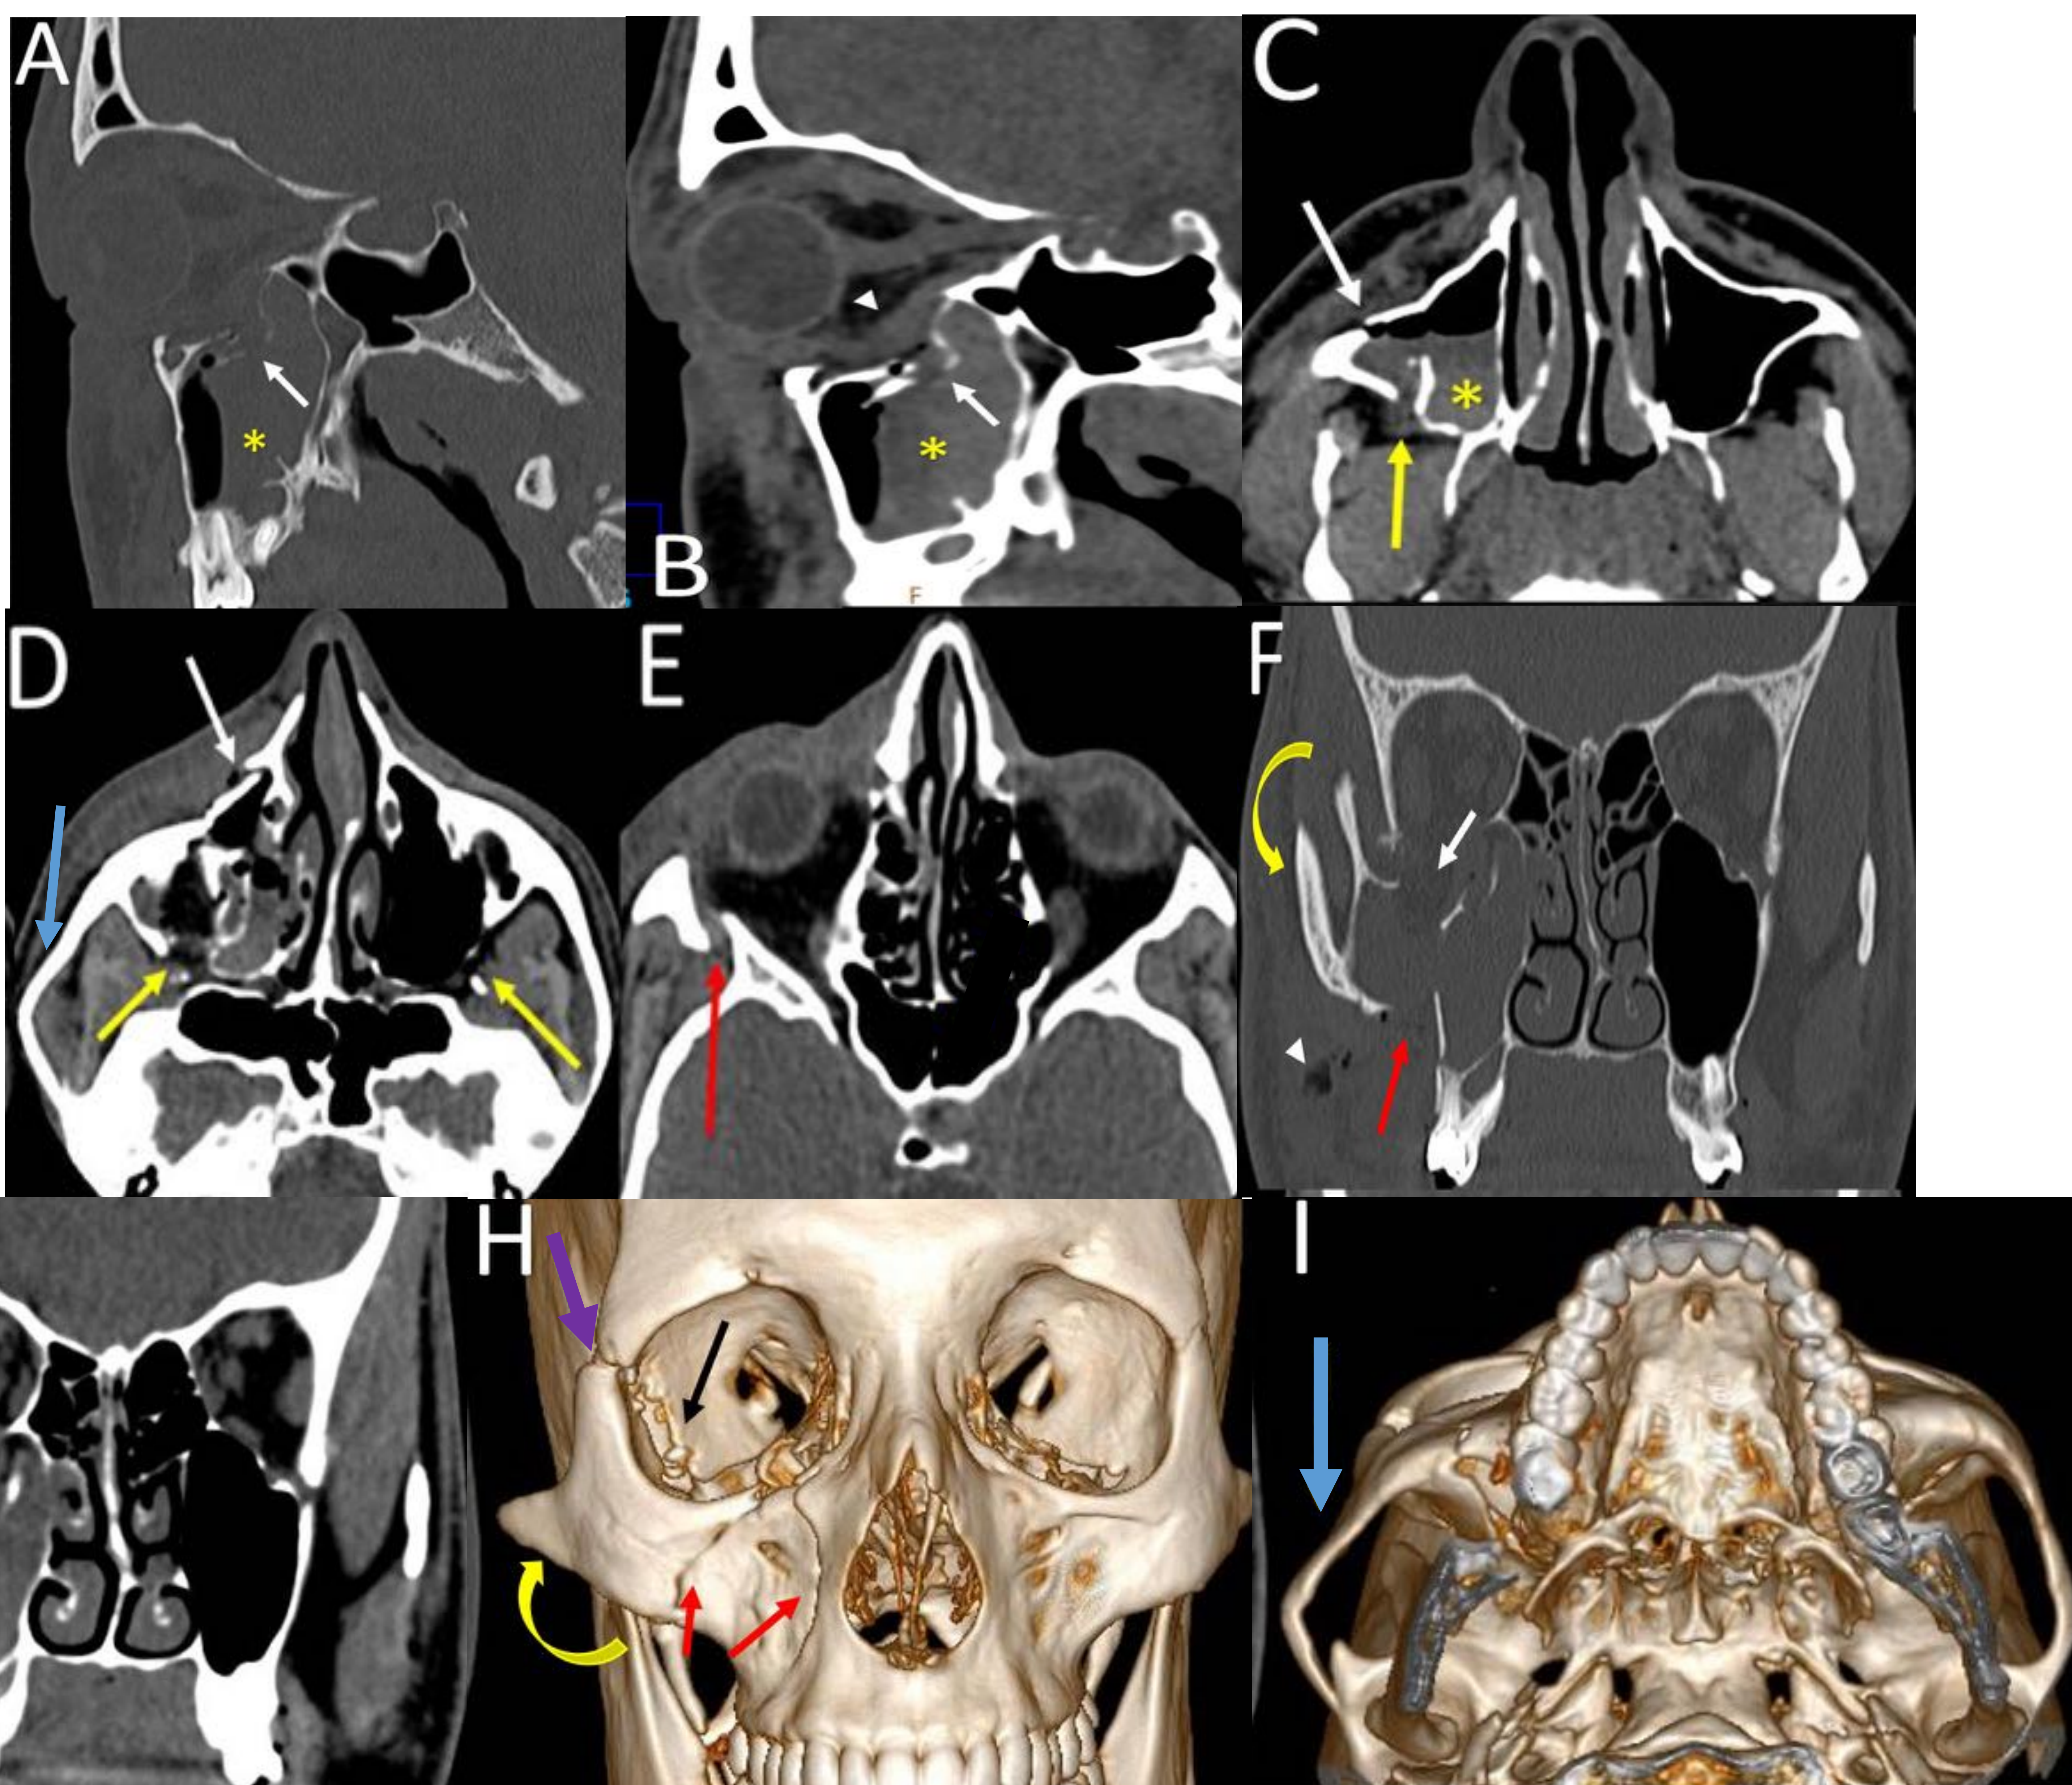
Fractura del complejo cigomático-maxilar. A y B: TC sagital ventana de hueso y de partes blandas, que muestra una fractura del suelo de la órbita, con un fragmento de hueso desplazado hacia el seno maxilar y herniación de la grasa extraconal (flecha blanca). Nótese que el músculo recto inferior (punta de flecha) se desplaza hacia abajo y adopta una morfología anormal. Hay hemoseno asociado (asterisco). C y D: la TC axial muestra fracturas de las paredes anterior (flecha blanca) y posterior (flecha amarilla) del seno maxilar. El hueso cigomático se encuentra rotado internamente. Además, se aprecia una fractura del arco cigomático con arqueamiento externo del mismo (flecha azul) E: Corte axial en el que se aprecia una fractura desplazada de la pared lateral de la órbita, a nivel de la sutura cigomático-esfenoidal (flecha roja). F y G: Cortes coronales en los que se aprecia la disociación del cigomático por las fracturas, con desplazamiento latero-caudal y angulación antihoraria del mismo (flecha amarilla). También se observan fracturas del suelo de la órbita (flecha blanca) y del seno maxilar (flecha roja). Hay enfisema subcutáneo asociado (puntas de flecha) H e I: Reconstrucciones 3D que muestran fracturas de los cuatro pilares del hueso cigomático: maxilar (flechas rojas), esfenoidal (flecha negra), frontal (flecha morada) y temporal (flecha celesta).
